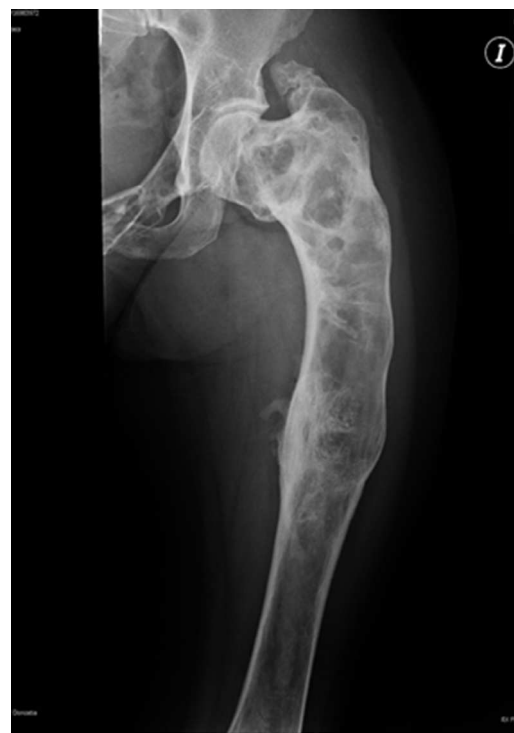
Radiografía anteroposterior de fémur izquierdo con una deformidad en «cayado de pastor», una cortical adelgazada e imágenes radiolucidas expansivas.
